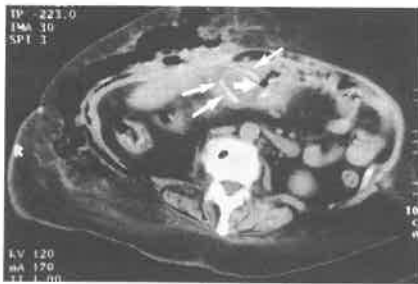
CT: massive, gasgefüllte subkutane Abszeßstraßen im Oberbauch rechts, Ausläufer zur autochthonen Rückenmuskulatur. Teils kaum von der Bauchwand und angrenzenden Darmschlingen abgrenzbare, partiell wandverkalkte Gallenblase mit solidem Inhalt (lange Pfeile); undeutliche Erkennbarkeit der cholezystoduodenalen Fistel (kurzer Pfeil).
